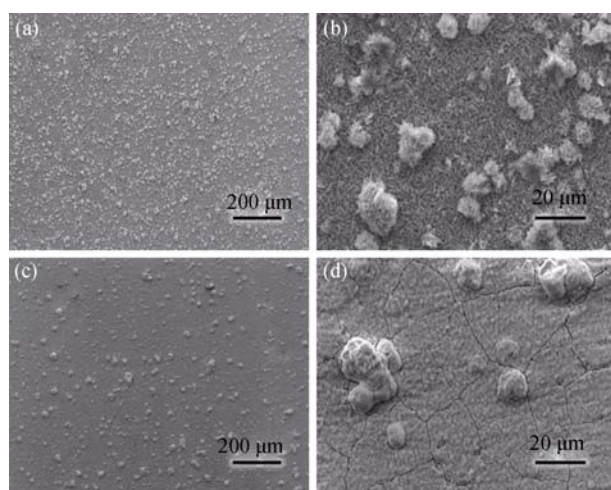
不同方式处理后的牙本质表面再矿化并超声后的 SEM 照片
